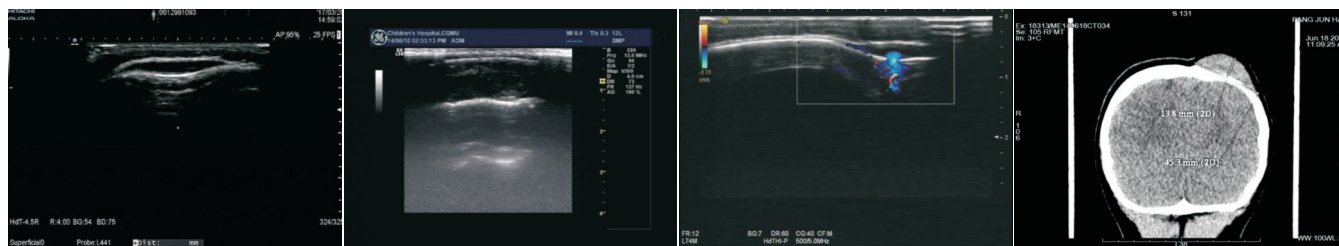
二维超声示头皮下见可复性囊性肿块 图2 二维超声示肿块下方颅骨凹凸不平 图3 二维超声示肿块内可见血管 图4 CT平扫可见颅外软组织肿块影自病变内经骨皮质缺损处与颅内静脉血管相通
